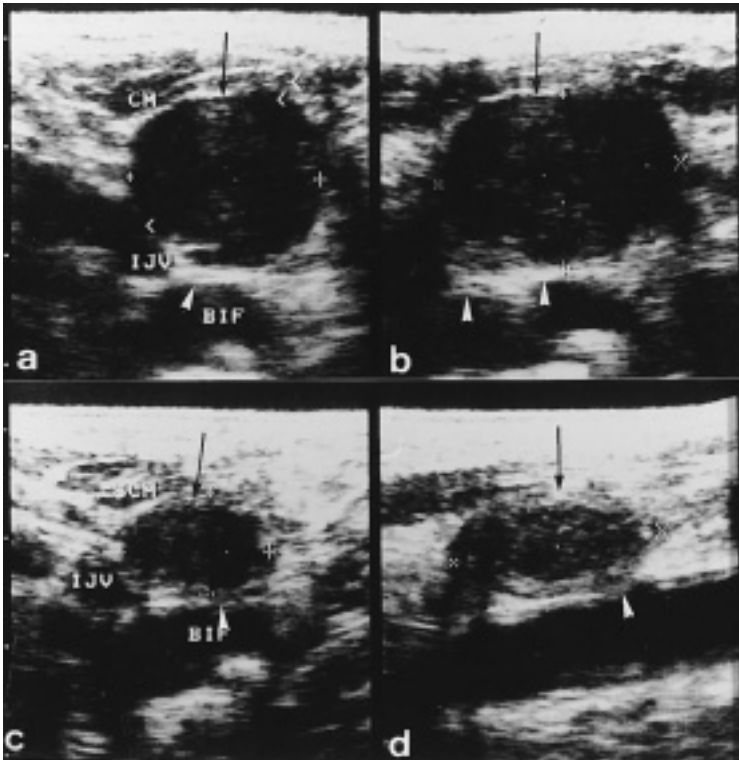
US 上内深頸リンパ節(黒矢印) 初診時 a:横断像, b:縦断像 腫大し, 辺縁不整であるが, 頸動脈との間に境界が認められる(白矢頭)。治療後 c:横断像, d:縦断像 著明に縮小し, 内部に高エコー域の出現を認める。頸動脈との境界はやや不明瞭化している(白矢頭)。
